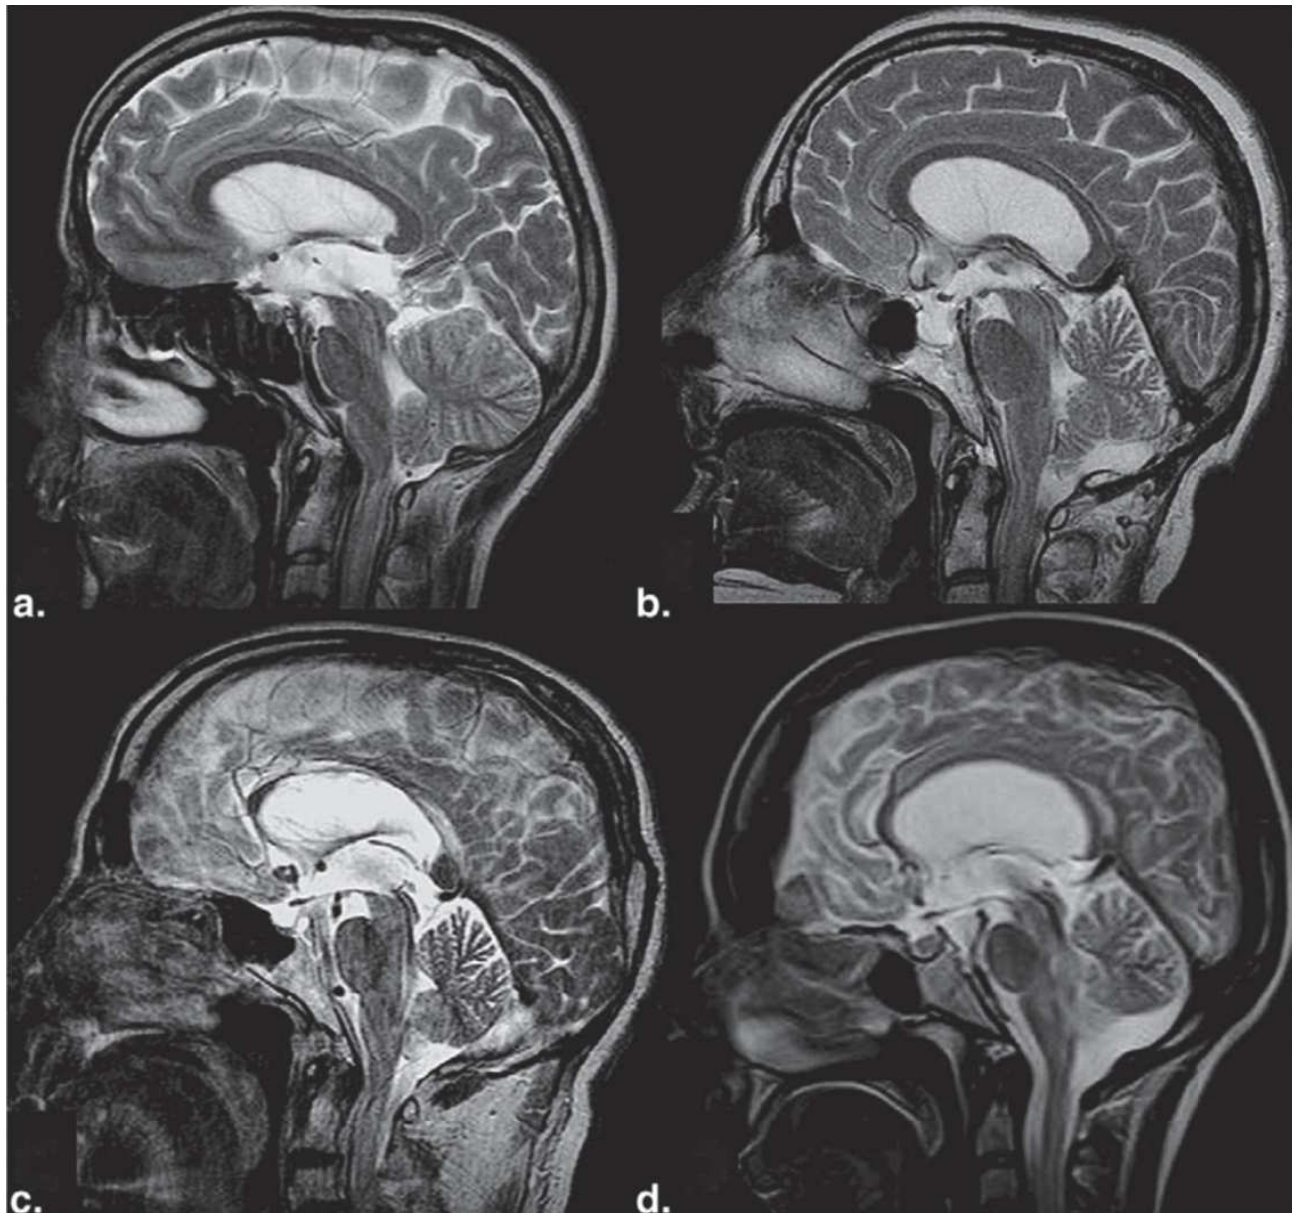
Stades du phénomène « de vide de flux » en IRM cérébrale en coupe sagittale, en séquence T2. a = grade 1 (contrôle) ; b = grade 2 ; c = grade 3 ; d = grade 4. Les patients b, c et d sont diagnostiqués avec une HPN. (36)
